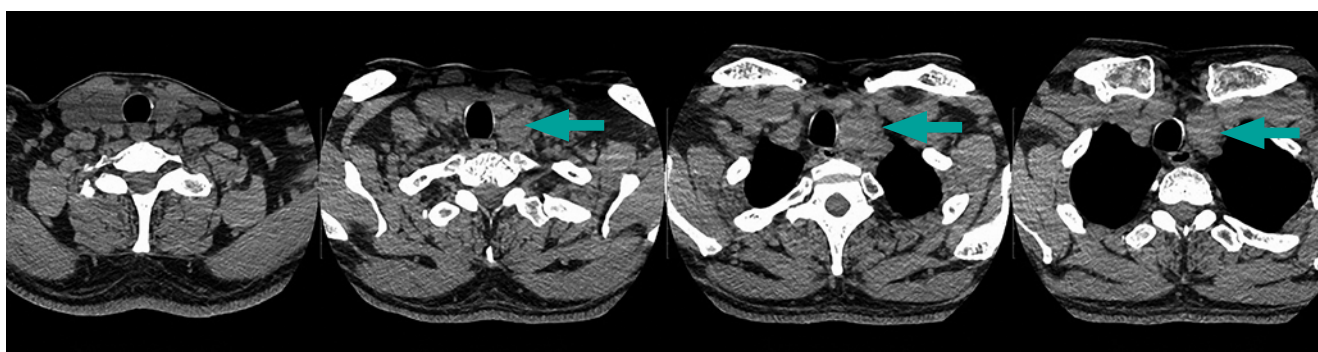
КТ шеи до операции, без в/венного контрастного усиления, аксиальный срез. Стрелками указана опухоль, расцениваемая как узловый зоб.
